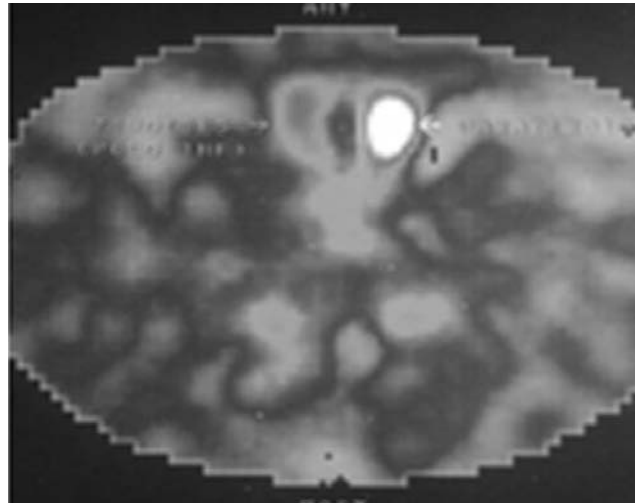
Gammagrafía paratiroidea (SPECT) que muestra un adenoma de paratiroides izquierdo envuelto por el remanente tiroideo. Un año antes se había extirpado un adenoma intratiroideo superior mediante una hemitiroidectomía subtotal (paciente con MEN-1).
